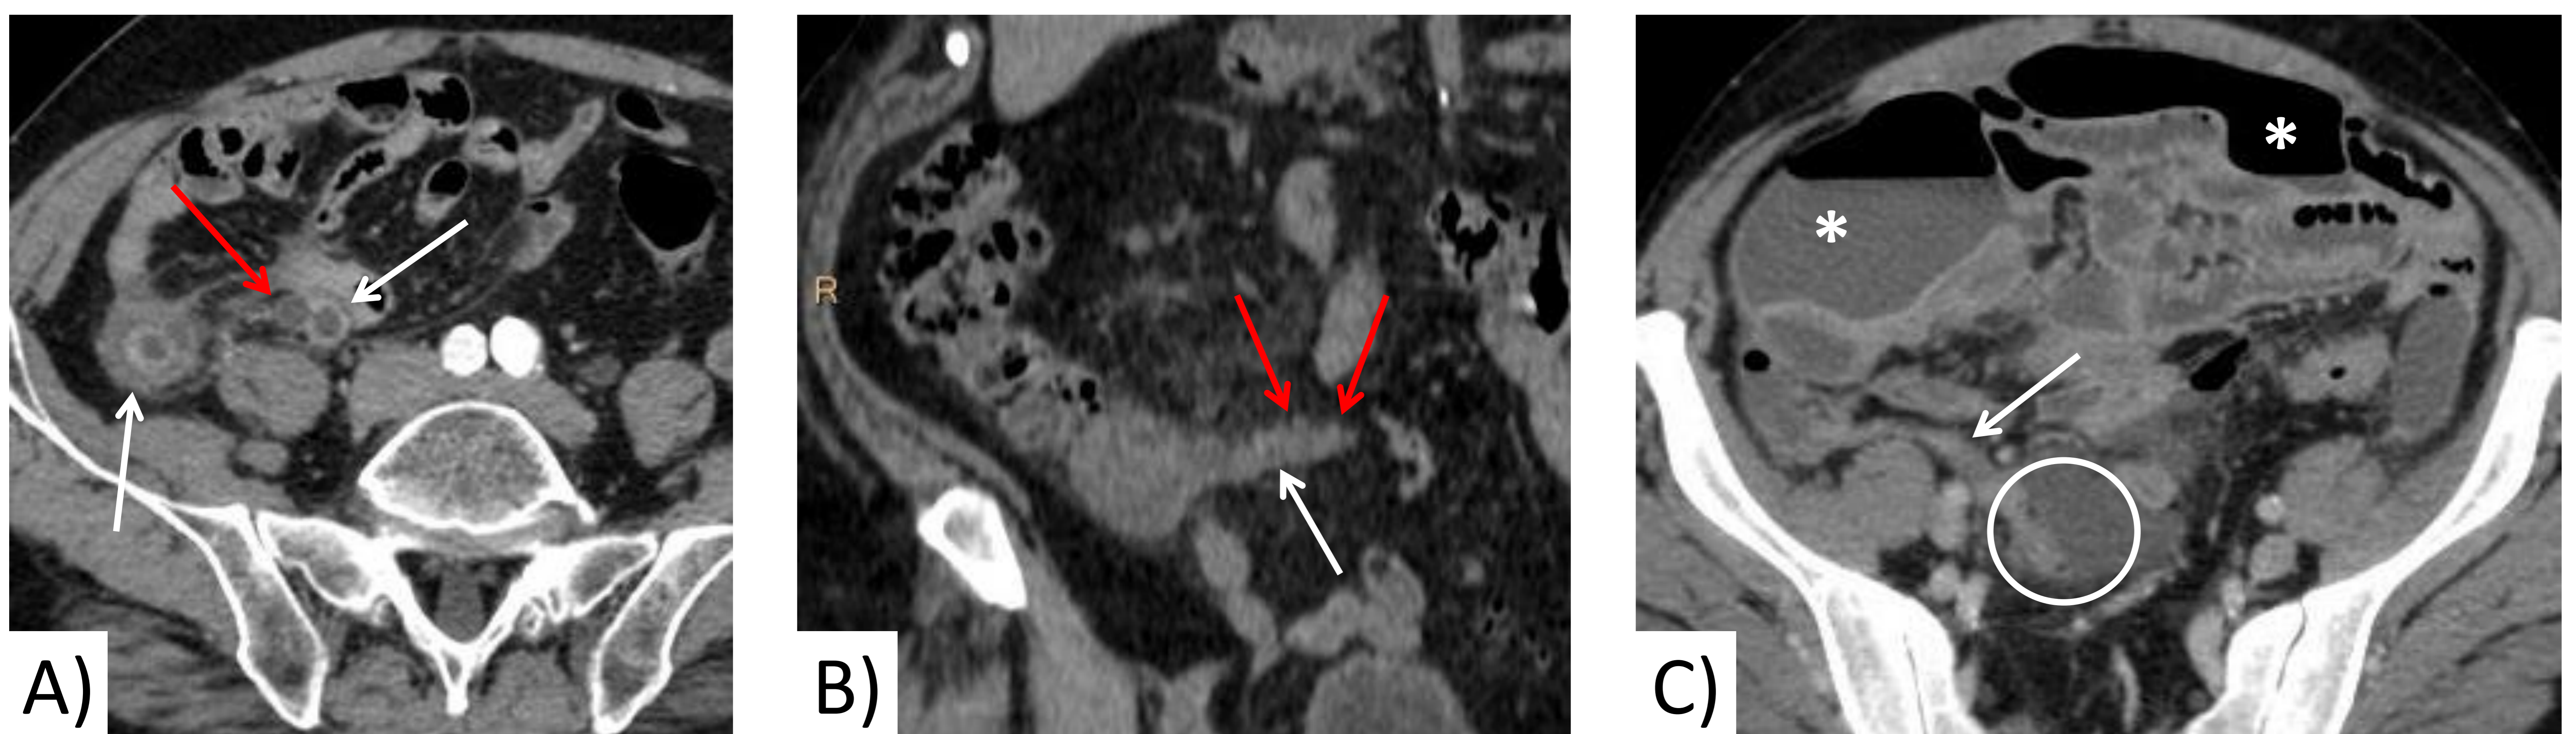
Diverticulitis apendicular en 3 pacientes distintos. TC con CIV (fase venosa). A) Corte axial: engrosamiento parietal del apéndice con hiperrealce mucoso (flechas blancas); en la porción distal se observa un divertículo (flecha roja). B) Corte coronal: apéndice aumentado de calibre, con cambios inflamatorios en la grasa adyacente; en la pared craneal del apéndice se observan varios pequeños divertículos (flechas rojas). C) Corte axial: gran colección hidroaérea con realce peritoneal (\*); apéndice pélvico, con líquido libre y algunas burbujas de gas ectópico (círculo blanco) adyacentes a la punta, que sugieren perforación; en este caso no se logra identificar el divertículo (el diagnóstico de diverticulitis apendicular fue anatomopatológico).
